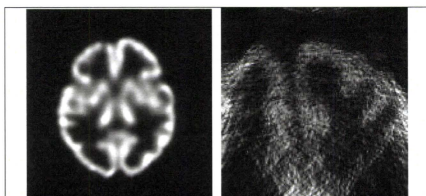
試作した高解像度SPECT装置で得られた3Dファントム画像。左図：パラレルホールコリメータで得られた脳全体画像、右図：ピンホールコリメータで得られた局所領域を拡大撮像した超高解像度画像。
